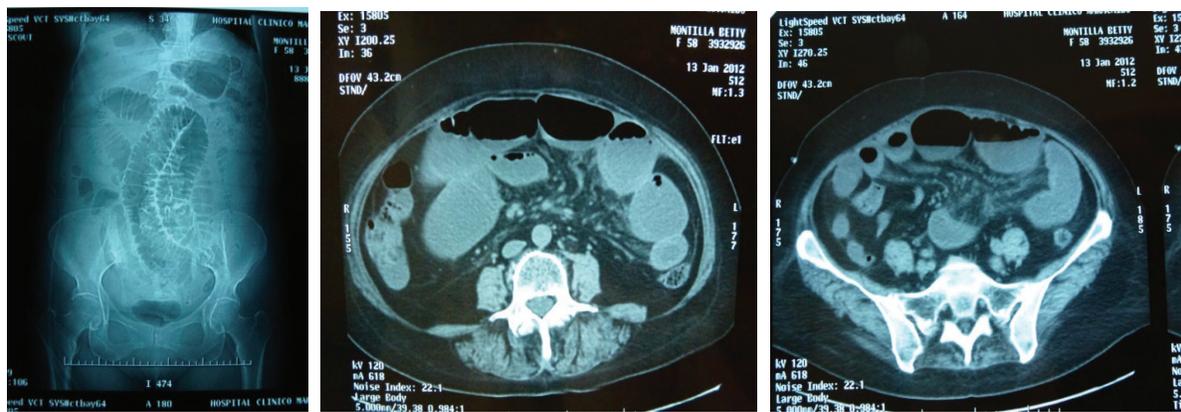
TC. Gran dilatación de asas delgadas, discreto engrosamiento de paredes intestinales, cambios inflamatorios a nivel de grasa mesentérica.
